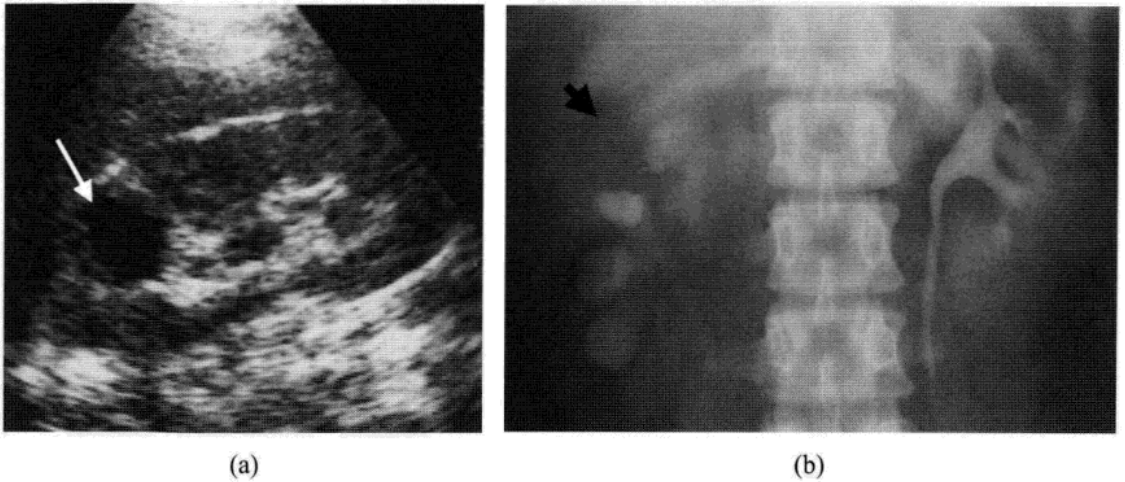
(a) 19 岁输尿管结核患者的超声检查显示由结核脓肿引起的右肾上极的囊肿性病变(箭头)。(b) 静脉尿路造影图像显示右肾的脓腔(箭头)。右输尿管结核狭窄继发性引起右肾的肾盂扩张(本片中并没有显示)。
